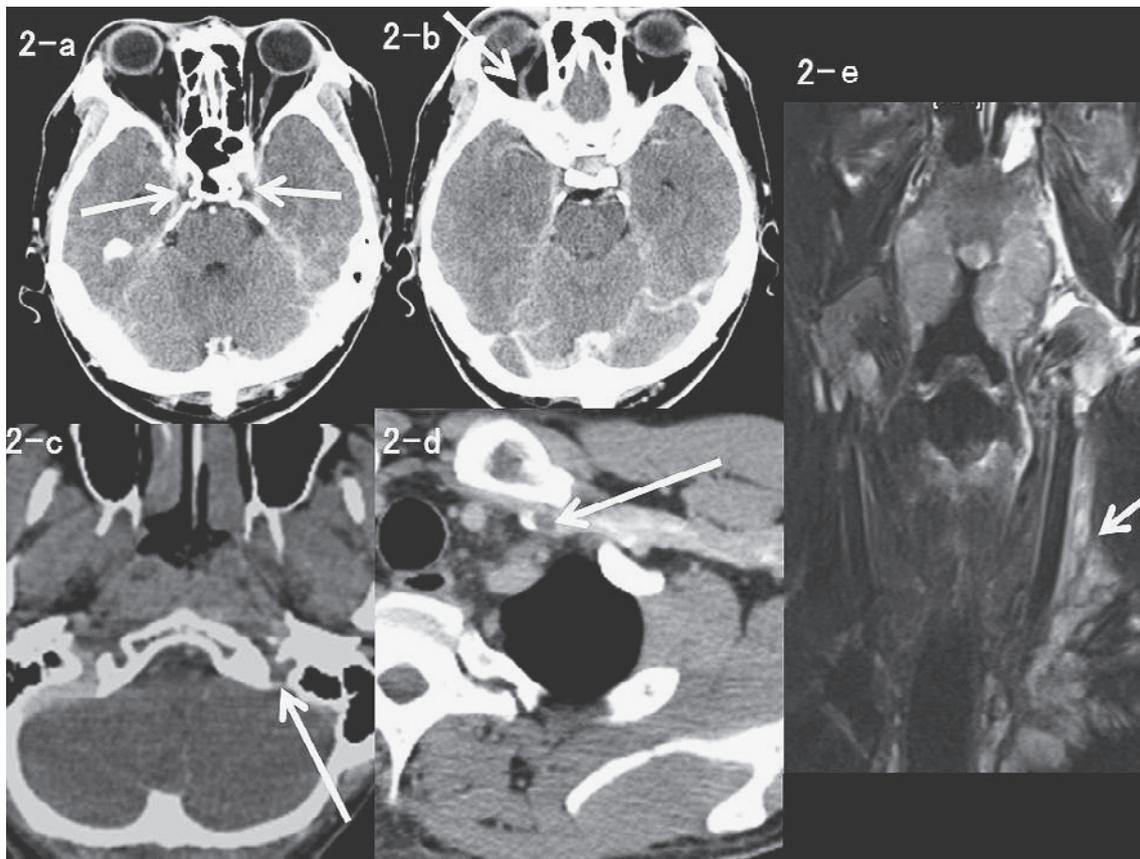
Contrast-enhanced CT and Cervical MRI findings
